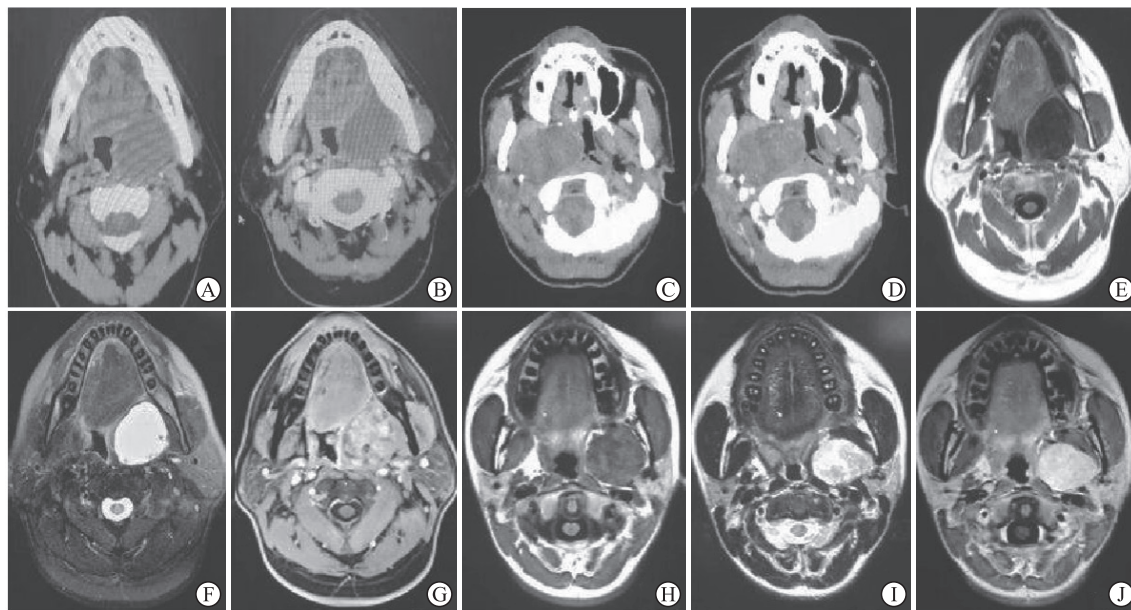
多形性腺瘤典型病例的CT平扫(A~D)、MRI平扫(E~J)及增强表现
